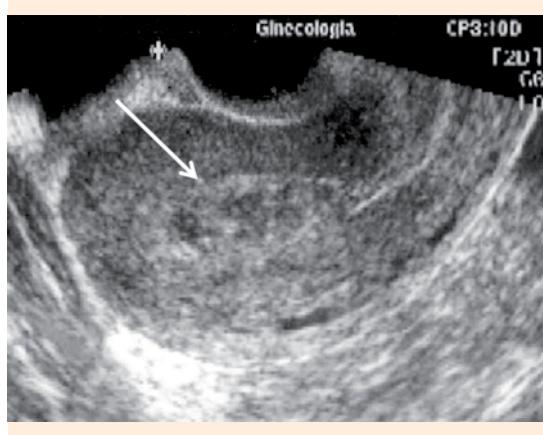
Ultrasonografía que muestra ecos mixtos en la cavidad uterina, compatible con retención de restos ovuloplacentarios (flecha).
